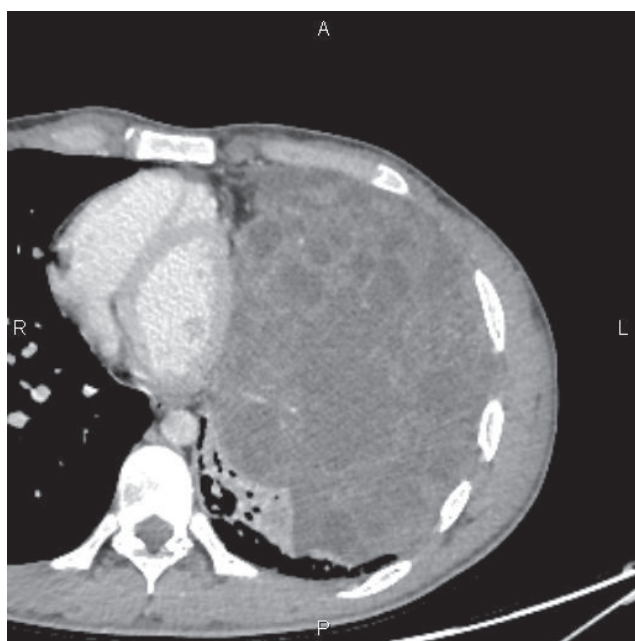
Рисунок 1А. КТ ОГК с в/в контр. от 08.12.21: отмечается увеличение размеров образования до $16,9 \times 12,8 \times 25,6$ см с дислокацией органов средостения. Уровни опухолевых маркеров не были определены.
